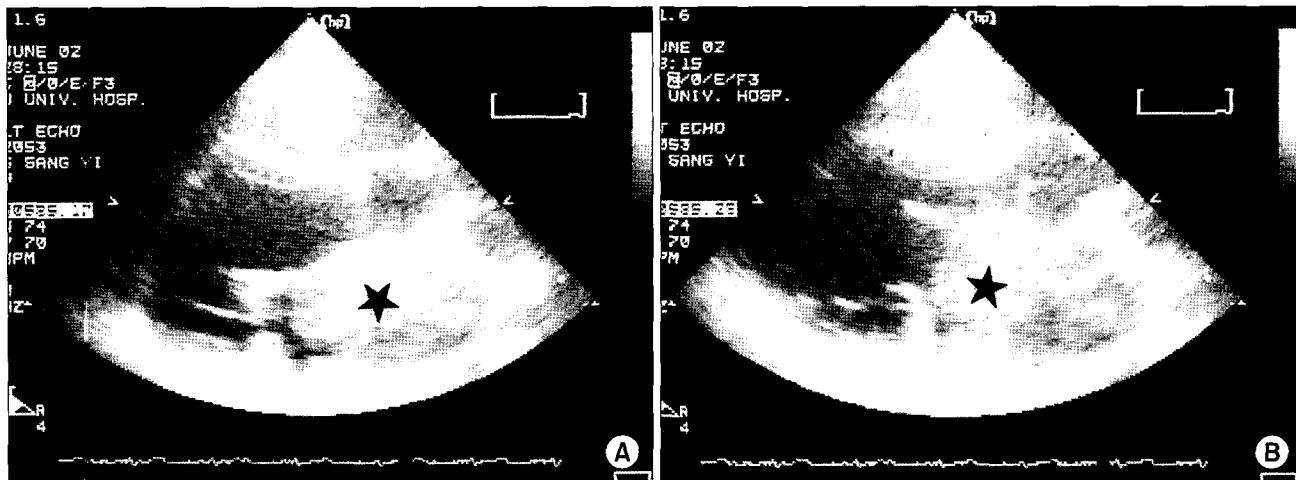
Parasternal short axis echocardiography shows the cardiac mass (70×44 mm) moves in left atrium during systole (A) and diastole (B).
